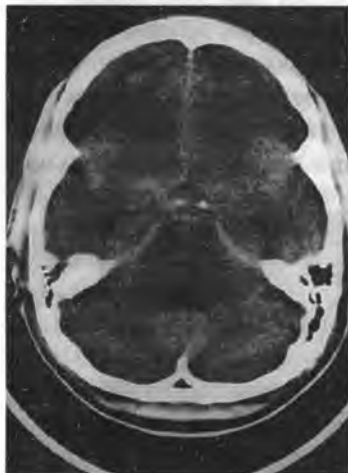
Острая стадия субарахноидального кровоизлияния на компьютерной томограмме. Кровь диффузно заполняет ликворосодержащие пространства
